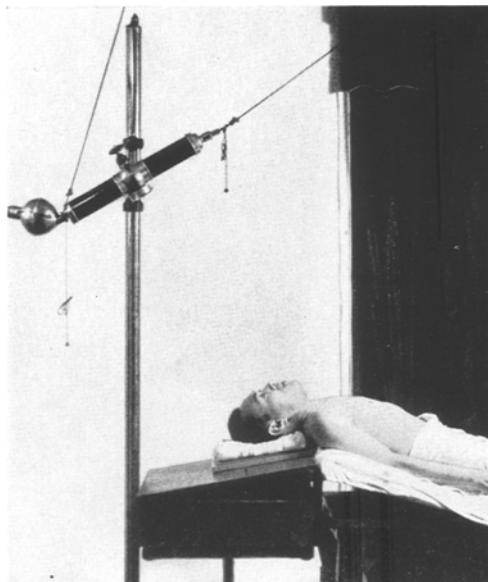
zeigt das Verhältnis zwischen Körperlage und Stellung der Röntgenröhre, um das Arteriogramm auf Abb. 4 zu gewinnen.
